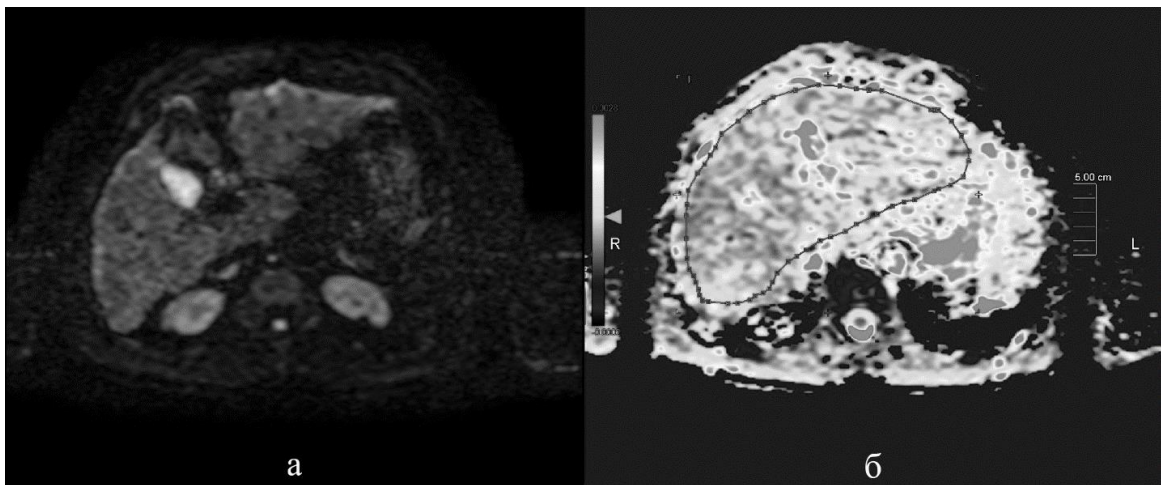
Пациент Д., 48 лет, (есть ограничение диффузии) цирроз печени алкогольного генеза. а) ДВИ печени, аксиальный срез ( $b$ -фактор 1000) б) ИКД – печени, аксиальный срез ( $b$ -фактор 1000)
